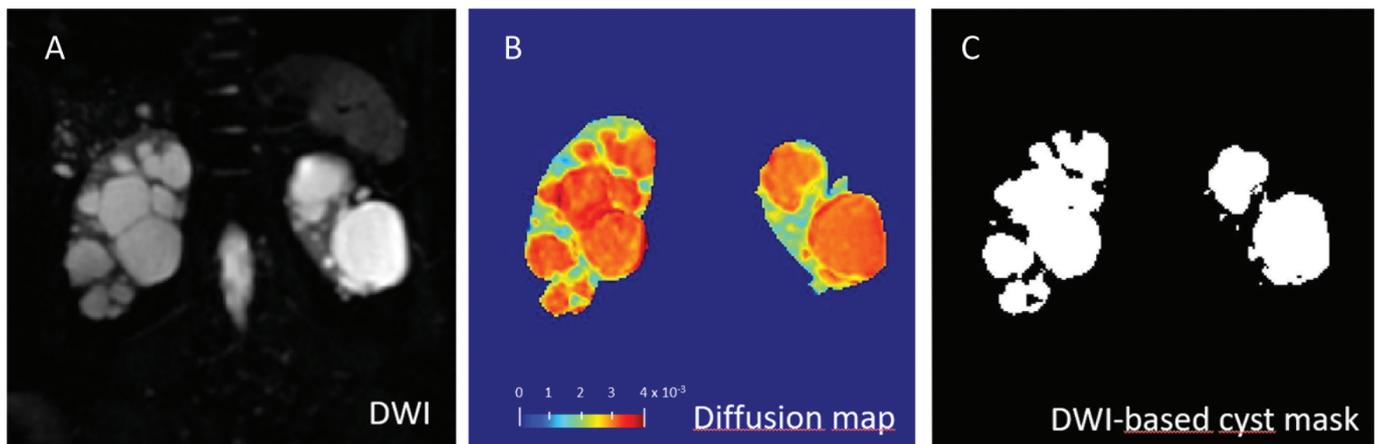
Segmentazione automatica delle cisti (C) ottenuta mediante sogliatura della mappa di diffusione (B) ottenuta dall'elaborazione di immagini DWI (A), in un paziente ADPKD rappresentativo (donna di 57 anni).
